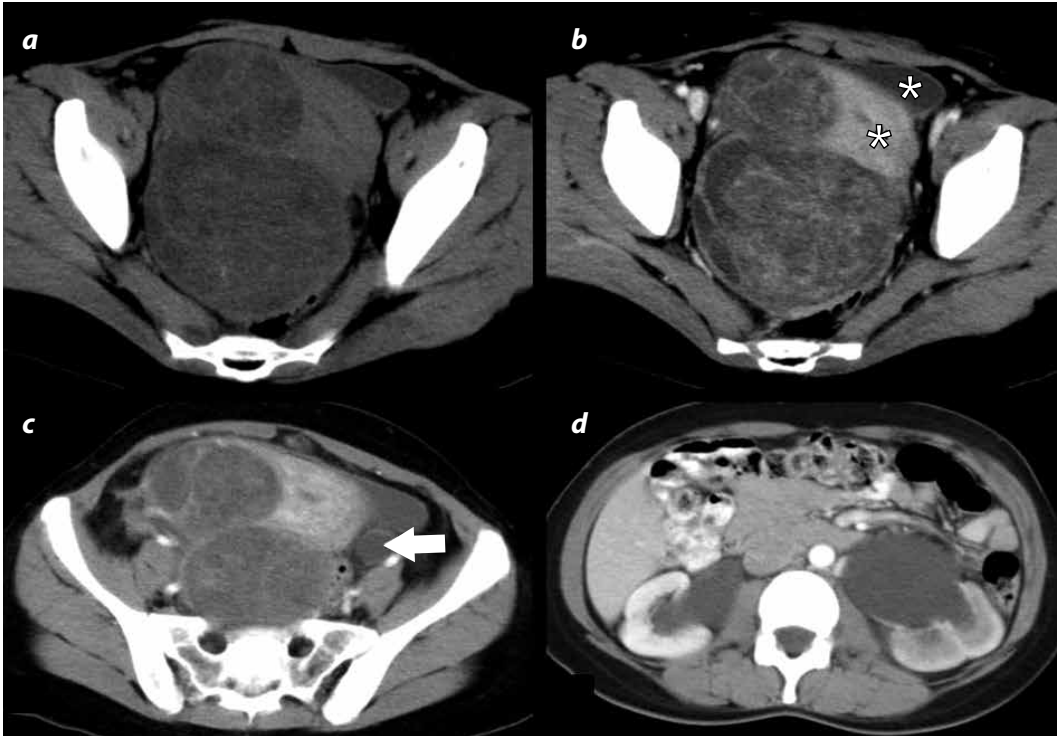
TC en cortes axiales. a) Estudio sin medio de contraste intravenoso. Se observa una masa pélvica de gran tamaño, bilobulada, de localización central-derecha, con baja densidad y múltiples septos en su interior; los cuales se realzan después de la administración del medio de contraste intravenoso. b) Se identifican algunas zonas con densidad grasa. La masa desplaza las estructuras pélvicas, el útero y la vejiga (asterisco) hacia el plano anterior y lateral izquierdo de la pelvis. c) Se identifica la dilatación del uréter izquierdo (flecha). d) Ureterohidronefrosis bilateral grado II y III/IV.
